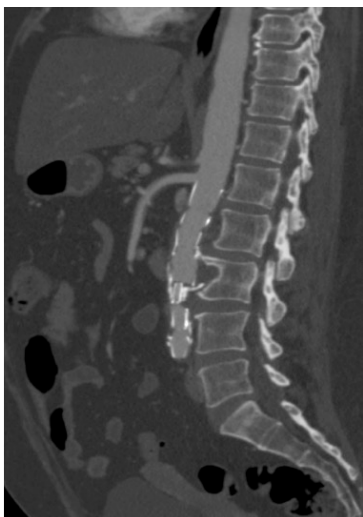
Corte sagital de angiotomografia pós-operatória mostrando a endoprótese no interior do saco aneurismático, com exclusão do mesmo e sem evidência de endoleak.
